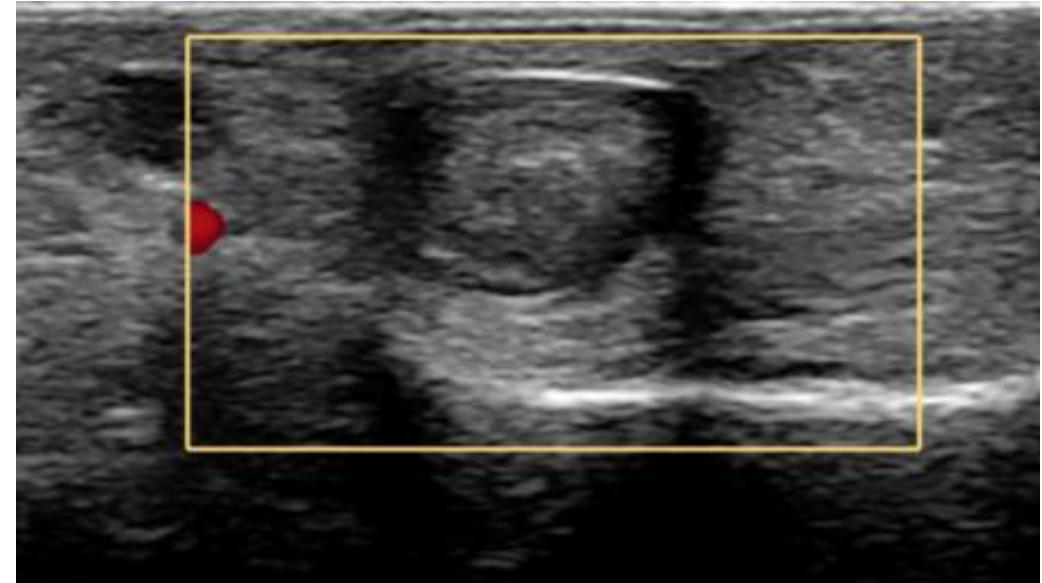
Varón de 48 años. Ecografía del tercer dedo de la mano izquierda. Lesión superficial a los tendones flexores de morfología ovalada bien delimitada con ecogenicidad heterogénea de 8 x 5 mm . Sólida, sin un aumento de vascularización en el estudio Doppler. Hallazgos compatibles con tumor de células gigantes de la vaina tendinosa, confirmado tras el análisis de anatomía patológica.
